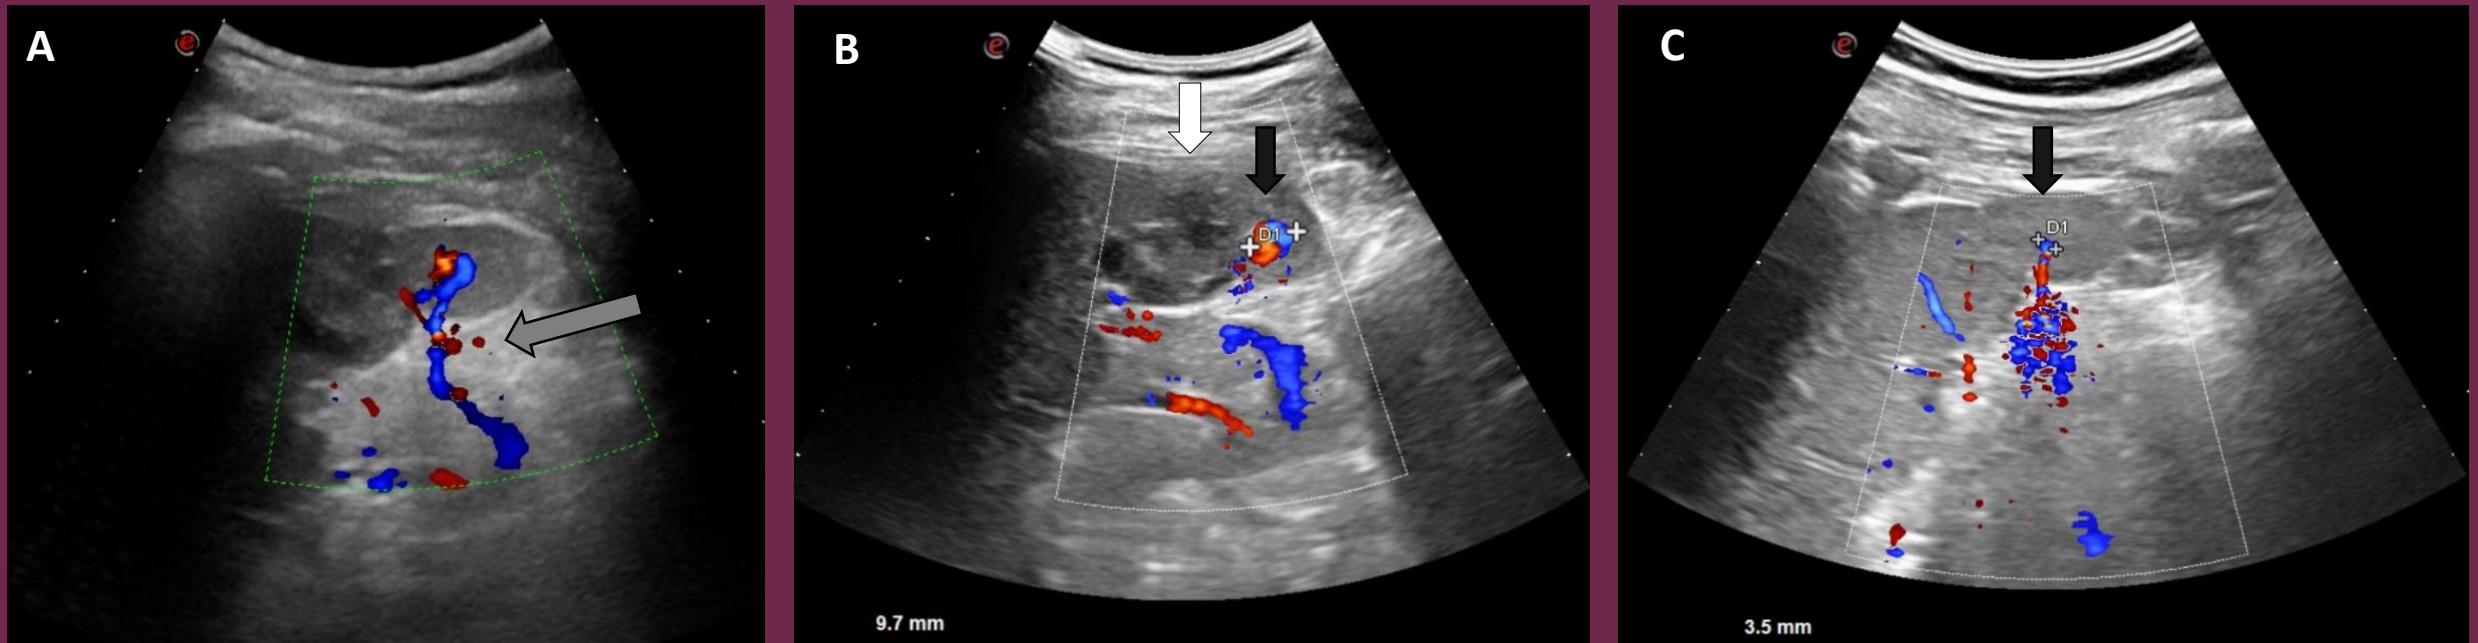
Ecografía abdominal con doppler. A y B – Estudio al inicio, fístula arterio-venosa (flecha gris) con saco aneurismático en polo inferior del bazo, de 9,7 mm de diámetro (flecha negra). Laceración del polo inferior esplénico (flecha blanca). C – Control a las 6 semanas, reducción de diámetro de la saco aneurismático de la fístula arterio-venosa a 3.5 mm (flecha negra)
